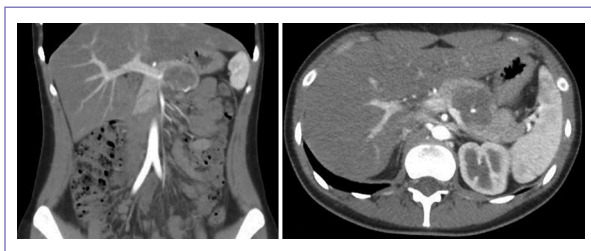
Corte coronal (izquierda) y axial (derecha) de tomografía computarizada de abdomen donde se observa la lesión de morfología ovoidea y con calcificaciones en la periferia.
